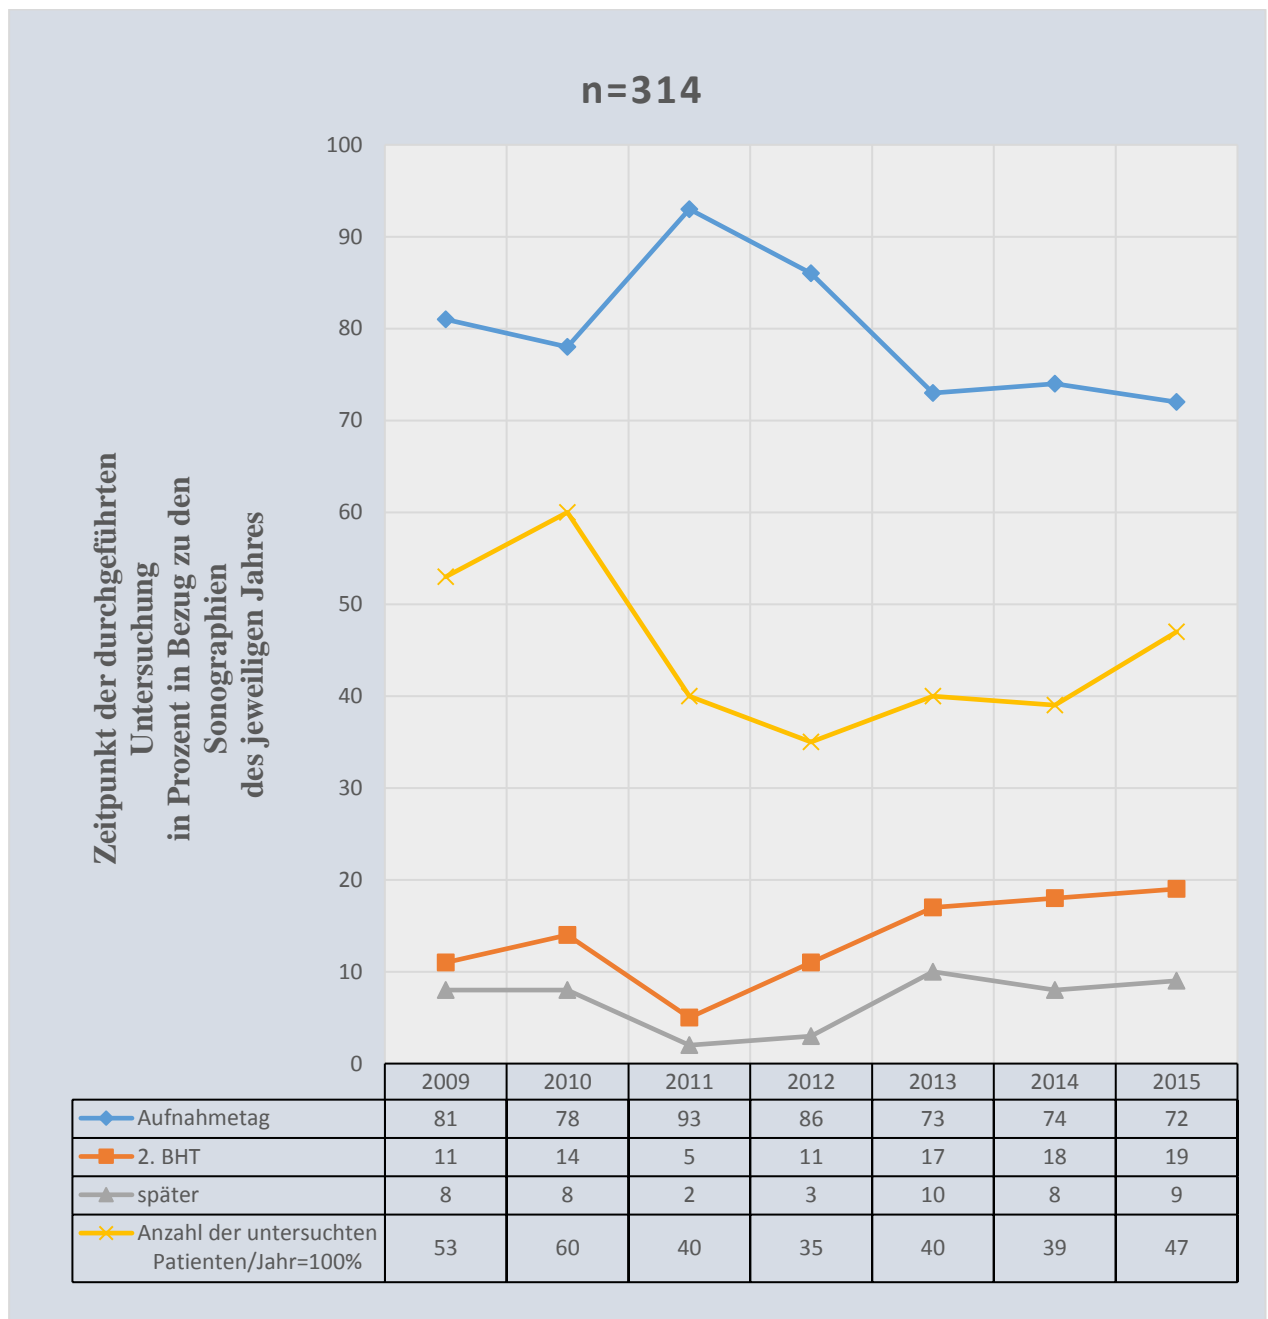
Zeitpunkt der durchgeführten Sonographie
